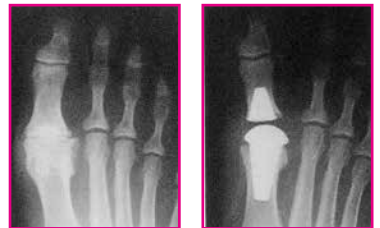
Röntgenbilder: Einsatz eines Kunstgelenkes, links vor der Operation, rechts nach der Operation
